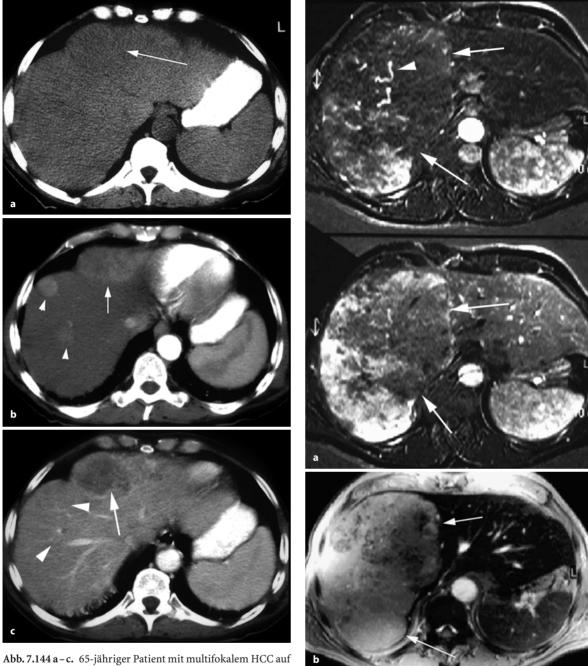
a – c. 65-jähriger Patient mit multifokalem HCC auf dem Boden einer Hepatitis-induzierten Leberzirrhose. a In der Nativ-CT inhomogene Parenchymstruktur der Leber. Aufgrund der Vorwölbungen der Kapsel dringender Verdacht auf maligne fokale Läsion (*Pfeil*). Keine Verkalkungen. b Während der arteriellen KM-Perfusionsphase deutliches Enhancement zahlreicher Herde in beiden Leberlappen (*Pfeilspitzen*). Der größte Herd zeigt ein mäßiges Enhancement (*Pfeil*). c In der portalvenösen KM-Phase erneute Maskierung der hypervaskularisierten Herde (*Pfeilspitzen*). Stark hypodense Darstellung des Hauptbefundes (*Pfeil*)
